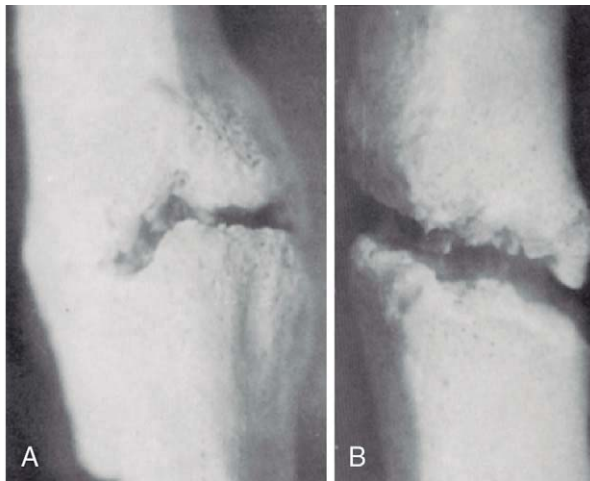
Consolidación de una fractura 17 días después de la operación. A, Con la aplicación de ultrasonido y B, sin la aplicación. De Duarte LR: *The stimulation of bone growth by ultrasound*, Arch Orthop Trauma Surg 101:153-159, 1983.
